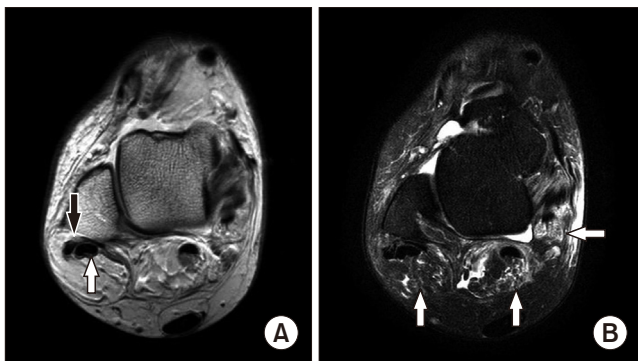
(A) Axial proton density-weighted magnetic resonance image showing high signal intensity within the peroneus brevis tendon at the postero-lateral malleolar level representing longitudinal tear (black arrow). The peroneus longus tendon (white arrow) is normal. (B) Axial T2-weighted fat-suppression magnetic resonance image at the corresponding level shows fluid collection with frond-like proliferations of the synovium of the involved tendon sheaths and ankle joint, with low signal intensity of the hyperplastic fat tissues (white arrows).
